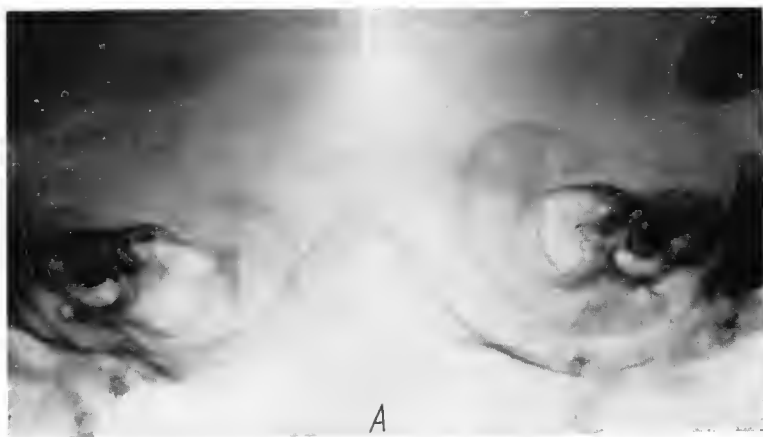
A. — Aspect radiografic normal al regiunii mastoidiene la un sugar de 8 luni, asimptomatic (radiografie efectuată cu tehnica Hoeffken).
